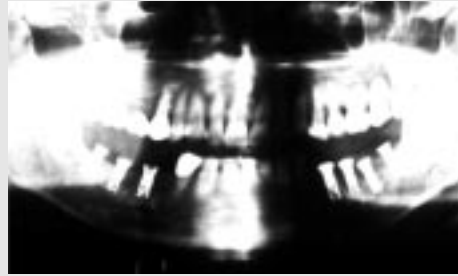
좌, 우측식립 후 Orthopantomograph (1991년 2월)
